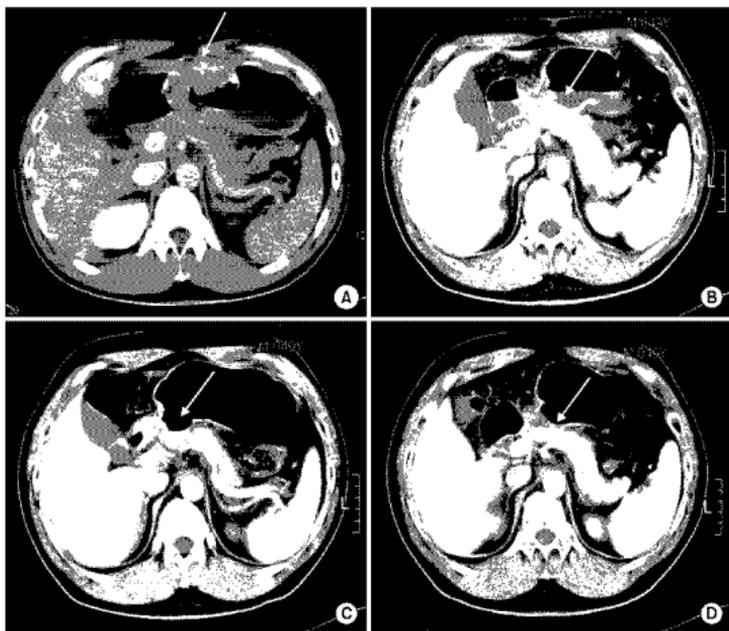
Abdominal computed tomographic finding of case 2 patient. A depth of stomach cancer is gradually decreased with chemotherapy. (A) Initial abdominal CT, depth of tumor about 2.5 cm. (B) After 3rd chemotherapy, depth of tumor: about 1.5 cm. (C) After 6th chemotherapy, depth of tumor: 1.0 cm. (D) After 9th chemotherapy, depth of tumor: 0.8 cm.
